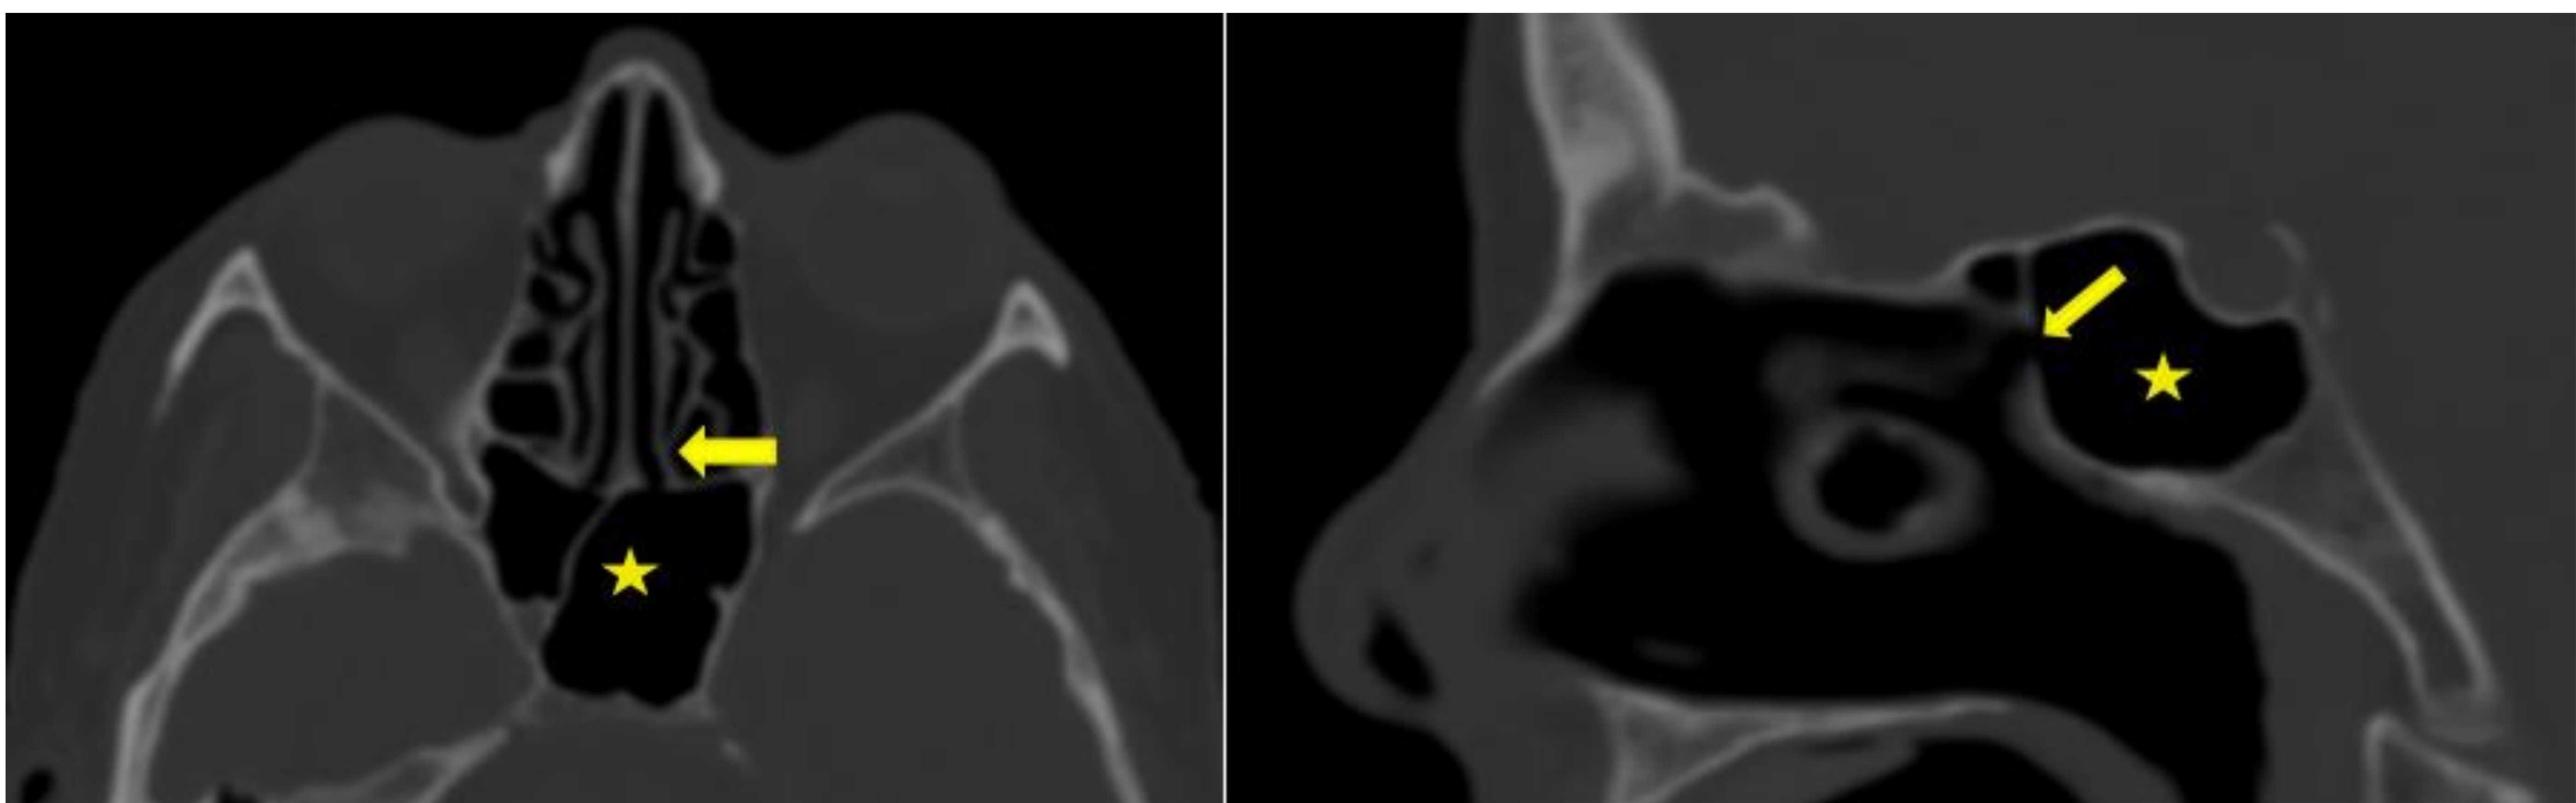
TC axial y sagital con ventana hueso: seno esfenoidal (estrella amarilla) y receso esfenoetmoidal (flecha amarilla).
